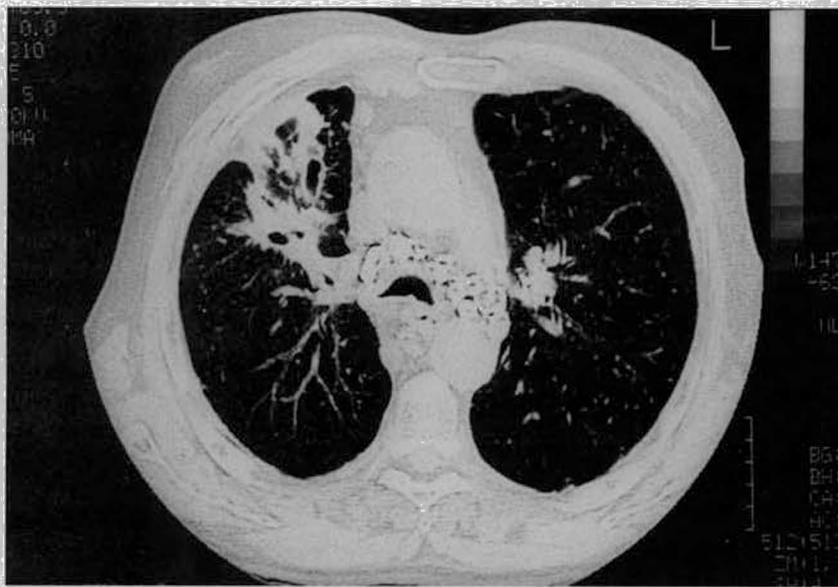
Pormenor da TAC torácica, onde se observam, no mediastino, adenopatias calcificadas.
